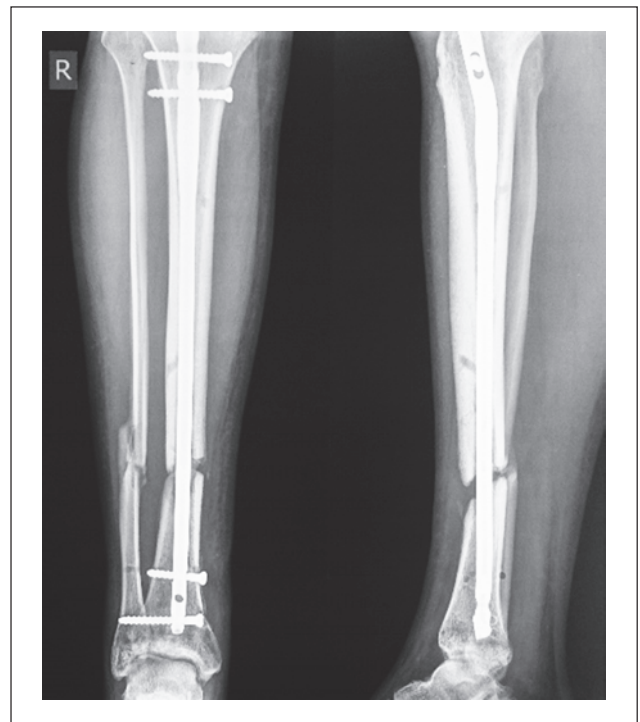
Рентгенограма атрофічного незрощення кісток правої гомілки
